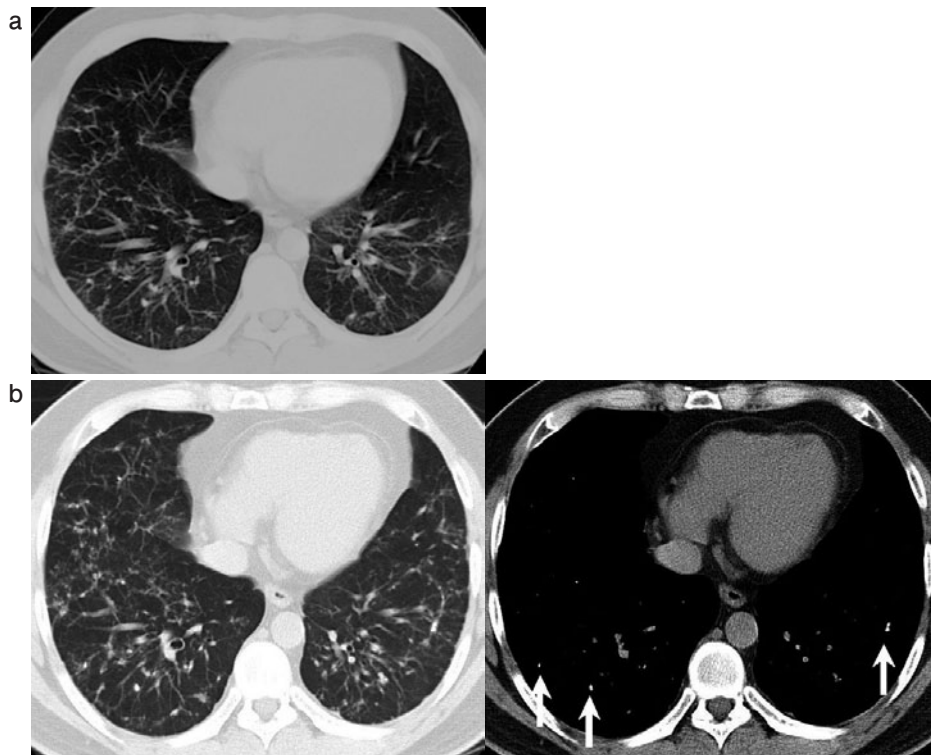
(a) Chest CT at the first visit showed diffuse reticulonodular shadows in both lungs. (b) Chest CT obtained 12 years after the first visit showed no obvious deterioration. The same slice of mediastinal window level revealed multiple lesions of bone density (arrow).
